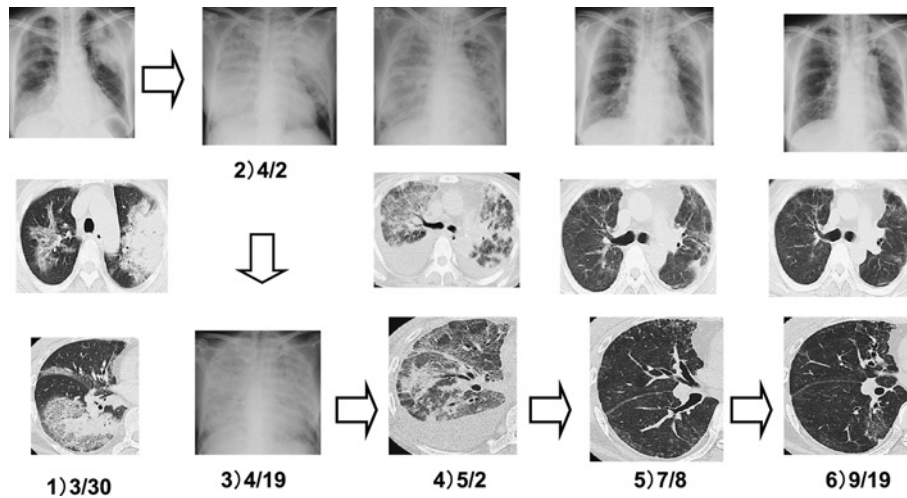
Clinical course of Chest roentgenogram and chest computed tomography
